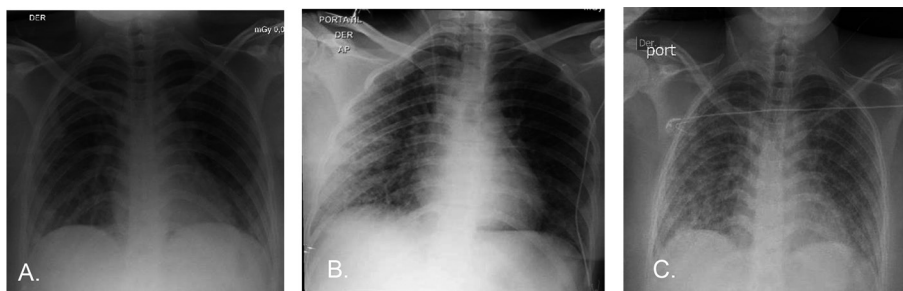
A. Radiografía anteroposterior de tórax una hora después de la transfusión, con leves opacidades intersticiales, B. Ocho horas después del inicio del cuadro se observa aumento de opacidades alveolares especialmente en el hemitórax derecho, C. Treinta horas después de la transfusión hay mayor compromiso alveolar bilateral. En las imágenes se puede observar la rápida instauración y progresión de opacidades alveolo-intersticiales posterior a la transfusión.
